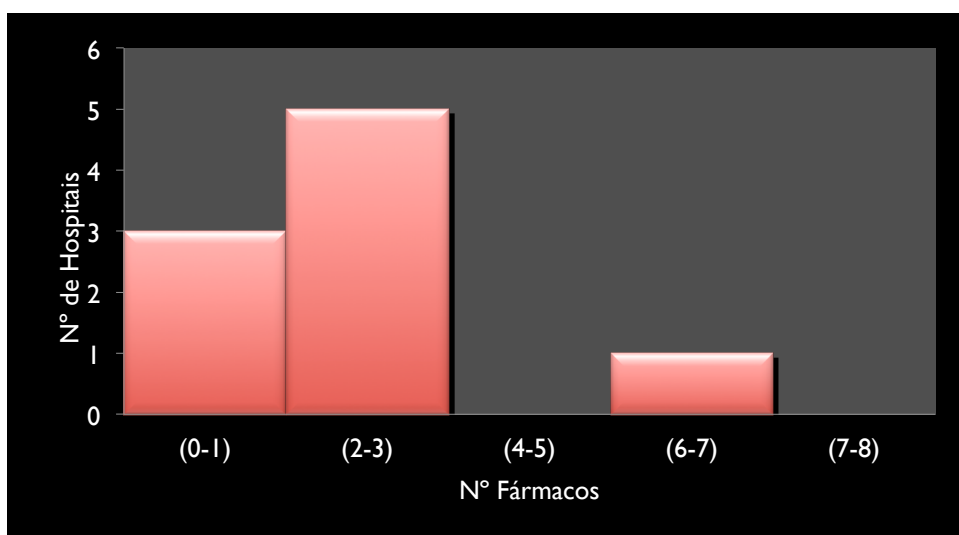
Número de hospitais com TDM com ajuste farmacocinético por número de fármacos.
